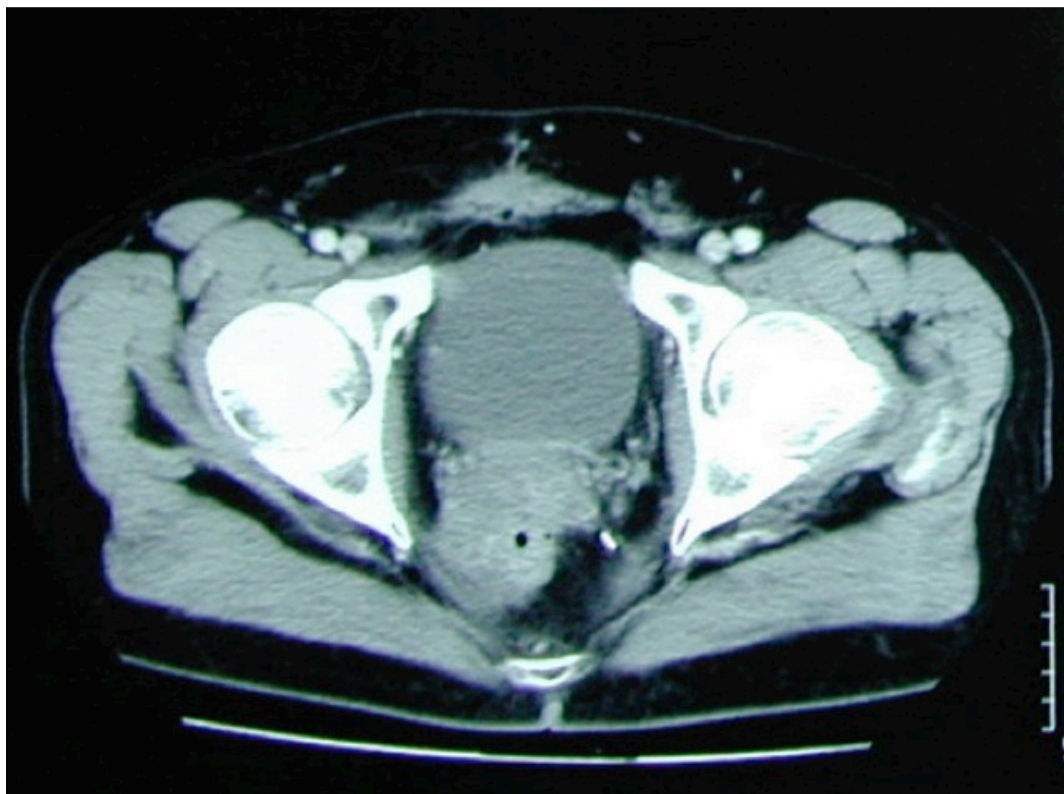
Imagen axial de TC de pelvis con lesión que ocupa la luz y se circunscribe a la pared rectal a la altura de la anastomosis practicada en la primera intervención. Esta imagen pertenece a una paciente de la cohorte estudiada en la que se diagnosticó recidiva anastomótica confirmada mediante biopsia. Fue rescatada con cirugía confirmando la ausencia de extensión en la región lateral pélvica derecha (radiológicamente dudosa).
